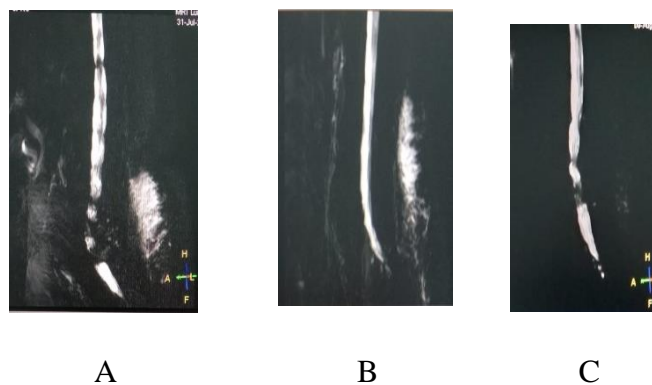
Citra MRI Lumbal Sagital T2 (a) Pasien 1, (b) pasien 2, (c) pasien 3
